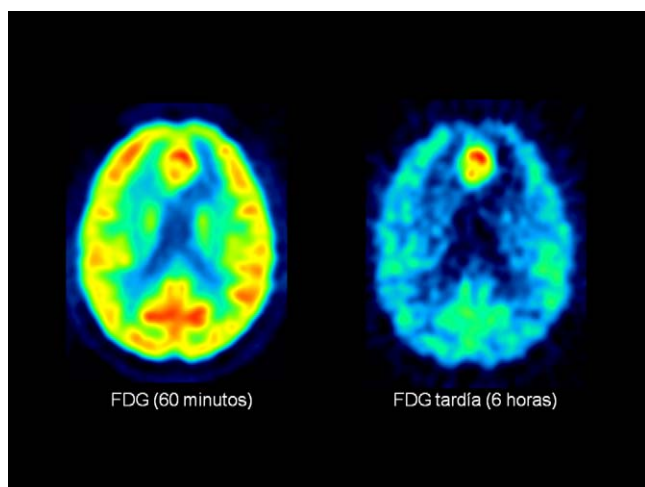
Estudio PET con ^{18}F FDG de un paciente con sospecha de recidiva de una metástasis frontal. En el estudio realizado en fase precoz o estándar a los 60 min: A) resulta compleja la diferenciación entre la lesión tumoral y la corteza. Sin embargo, en la fase tardía (B) la captación en la lesión es muy superior a la de la corteza, debido a la metabolización inversa de la FDG-6fosfato y su salida de la célula.
